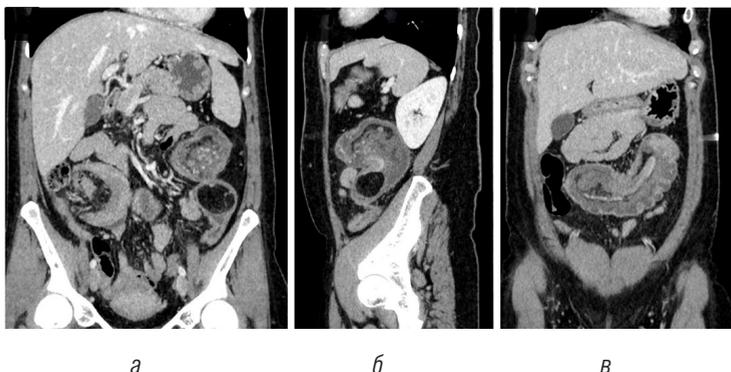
МСКТ брюшной полости с внутривенным контрастированием: *а* – фронтальный срез; *б* – сагиттальный срез; *в* – фронтальный срез
